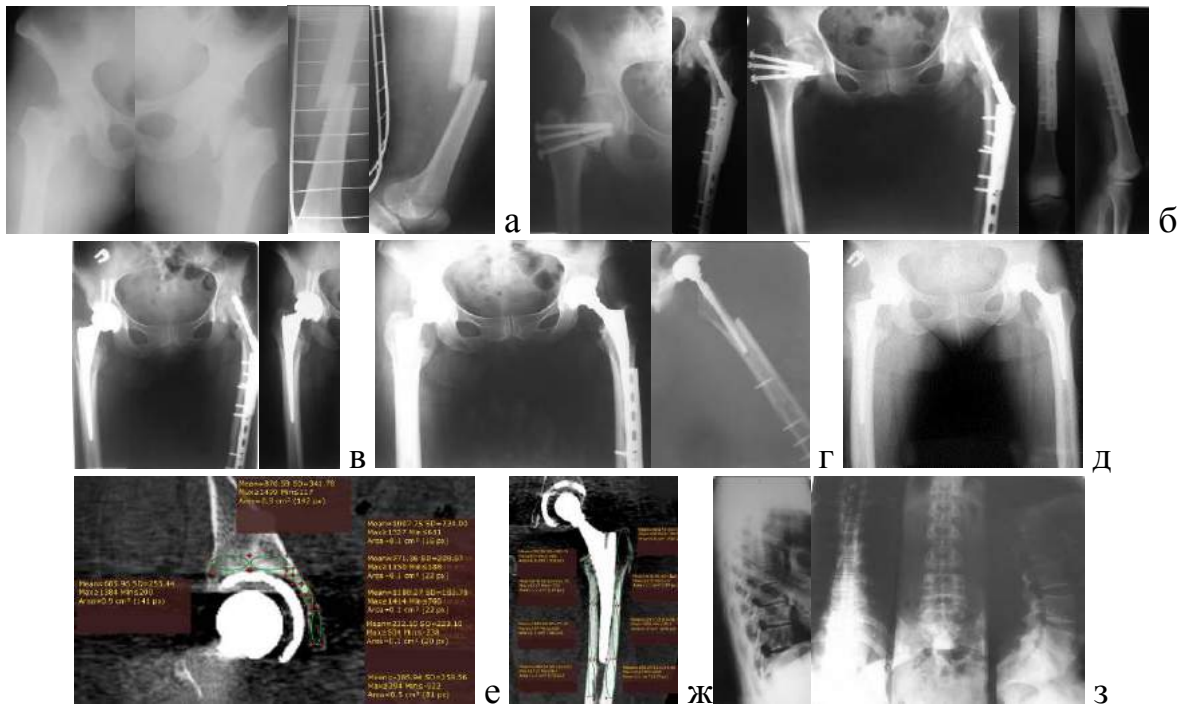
♀, 47 лет; лучевой мониторинг: а – рентгенограммы в остром периоде политравмы; б – после остеосинтеза; в – после артропластики правого ТБС; г - после артропластики ТБС через 3 года; д – после удаления пластины (через 4 года); е – признаки периимплантной резорбции костной ткани вертлужной впадины справа; ж – признаки резорбции костной ткани проксимального отдела бедра слева; з – рентгенограммы грудного и поясничного отделов позвоночника
